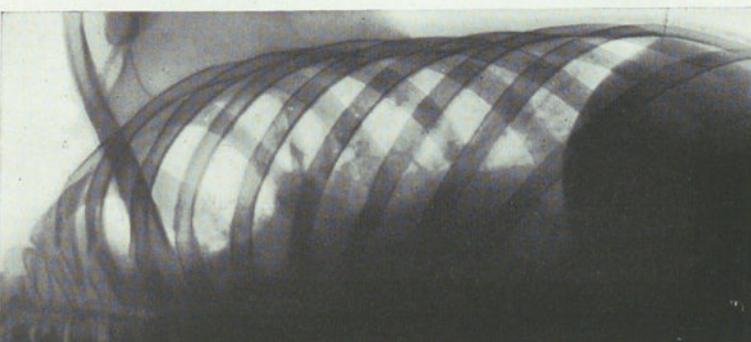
Radiografía del 3-IV-39.
